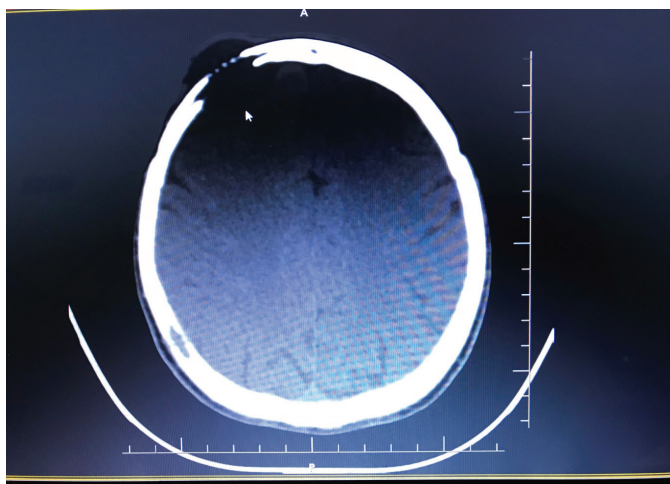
КТ костей черепа. В правой лобной кости дефект кости в проекции выявленного при УЗИ объемного образования мягких тканей.
